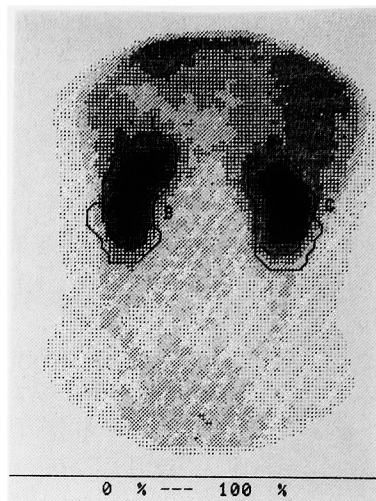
An example of renal and back ground ROIs on renal scintigram L; Left kidney R; Right kidney B; Crescent back ground ROI of left kidney C; Crescent back ground ROI of right kidney
